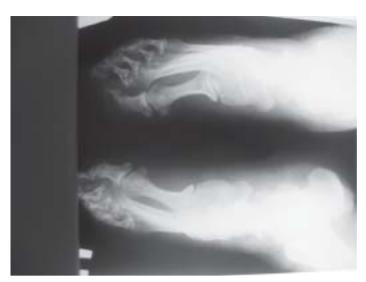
Рентгенологический снимок деформация костей стоп пациентки с болезнью Кашина – Бека.
